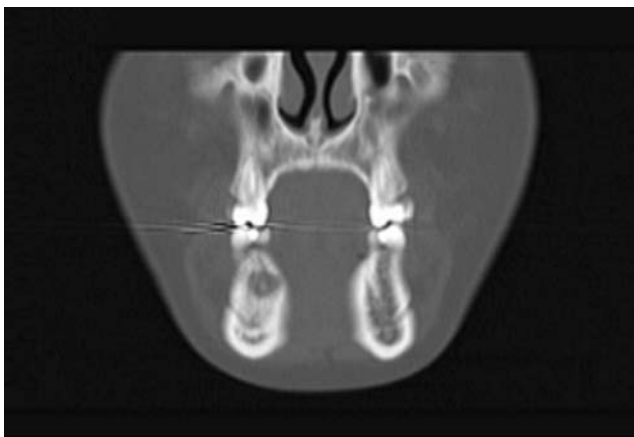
A CT scan of the mandible. A well-defined radiolucent lesion occupies the right mandible. The diameter of lesion is about 1 cm.
